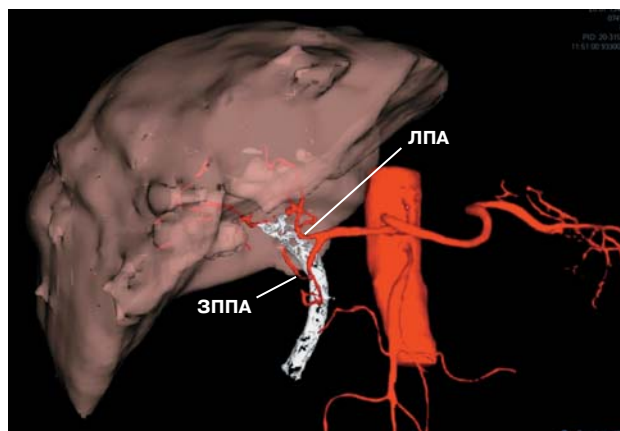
3D-реконструкция артериальных сосудов целиако-мезентериального бассейна, печени и стента в просвете холедоха, выполненная на основе данных КТ. ЗППА – замещающая правая печеночная артерия, ЛПА – левая печеночная артерия.
